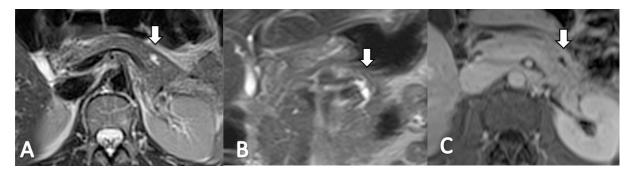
Ressonância magnética ponderada em T2 axial (A), T2 coronal (B) e T1 axial com contraste mostrando pequena lesão cística na cauda do pâncreas, com dilatação segmentar do ducto pancreático (setas). Aspecto radiológico de neoplasia intraductal produtora de mucina (IPMN).
